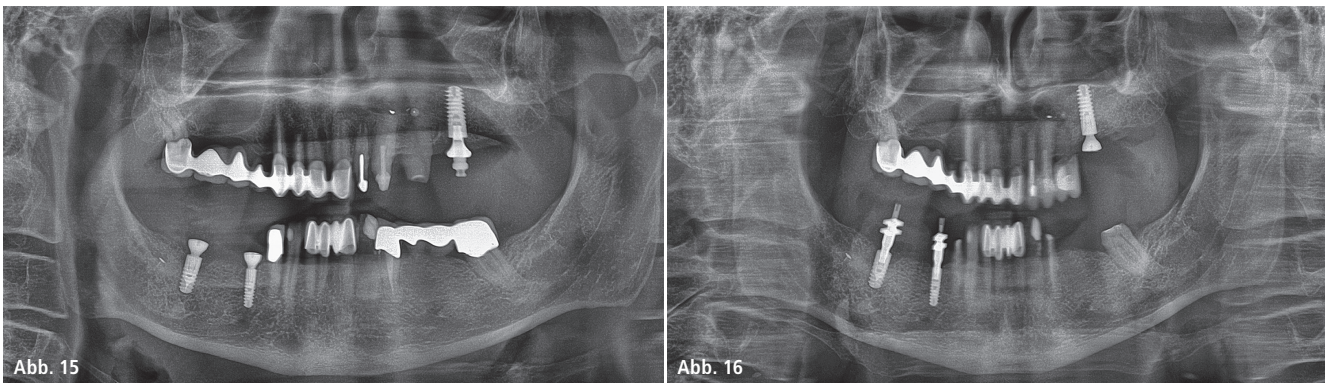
Röntgenkontrollbild vor der Implantatabformung im Oberkiefer und ... – Abb. 16: ... im Unterkiefer. – Abb. 17 und 18: CAD-Konstruktion des zu verschraubenden Brückengerüsts in Regio 45 und 47.
